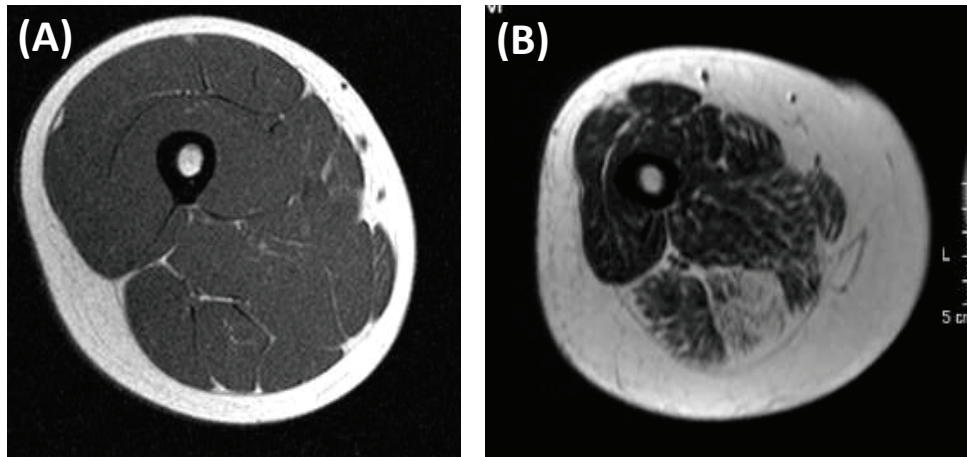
20歳代(A)と70歳代(B)の大腿部MRI画像
